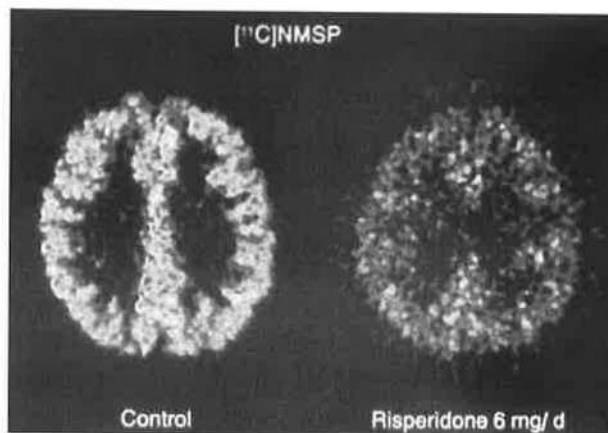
Risperidona. PET SCAN [¹¹C] NMSP. Mediante PET scan también se puede determinar la ocupación in vivo de los receptores 5HT₂ de serotonina. En este caso se utiliza otra sustancia como radioligando, el ¹¹C NMSP. En la imagen de la izquierda se observa cómo el radioligando se fija a la zona donde se encuentran estos receptores, dando un color amarillo/rojo. En la imagen de la derecha se ve de nuevo cómo, tras la administración de risperidona, desaparece este color amarillo/rojo debido al desplazamiento del radioligando por risperidona.
